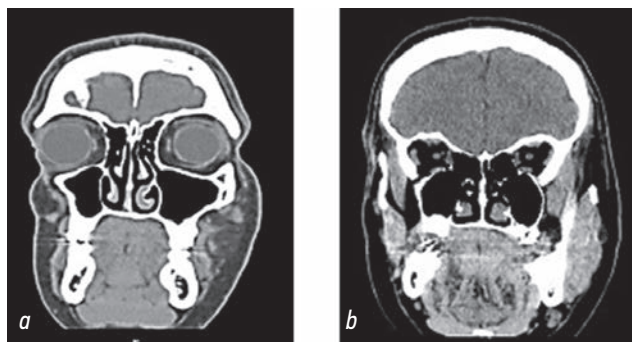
Компьютерная томография головы и шеи — фронтальные срезы: *a* — деформация костной ткани верхней и нижней челюсти справа; *b* — дефицит объема мягких тканей справа
